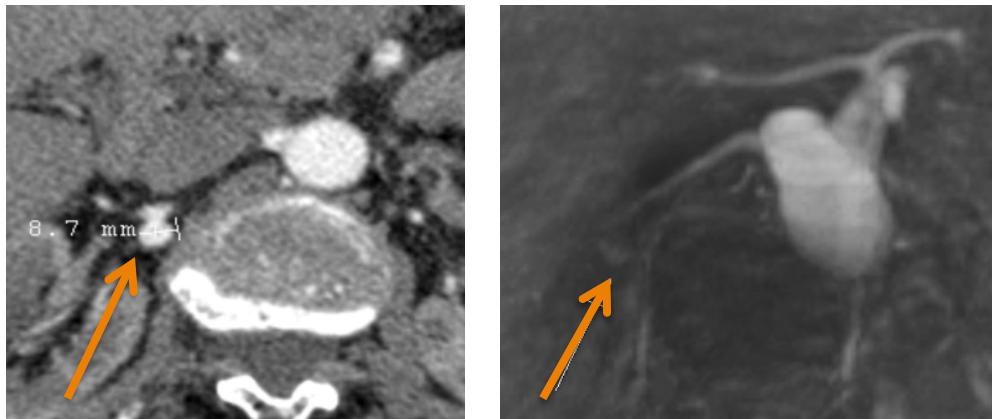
Aneurisma de la arteria renal derecha visible y medible en la angio-TC (izquierda) y difícil de valorar mediante la RM (derecha).
